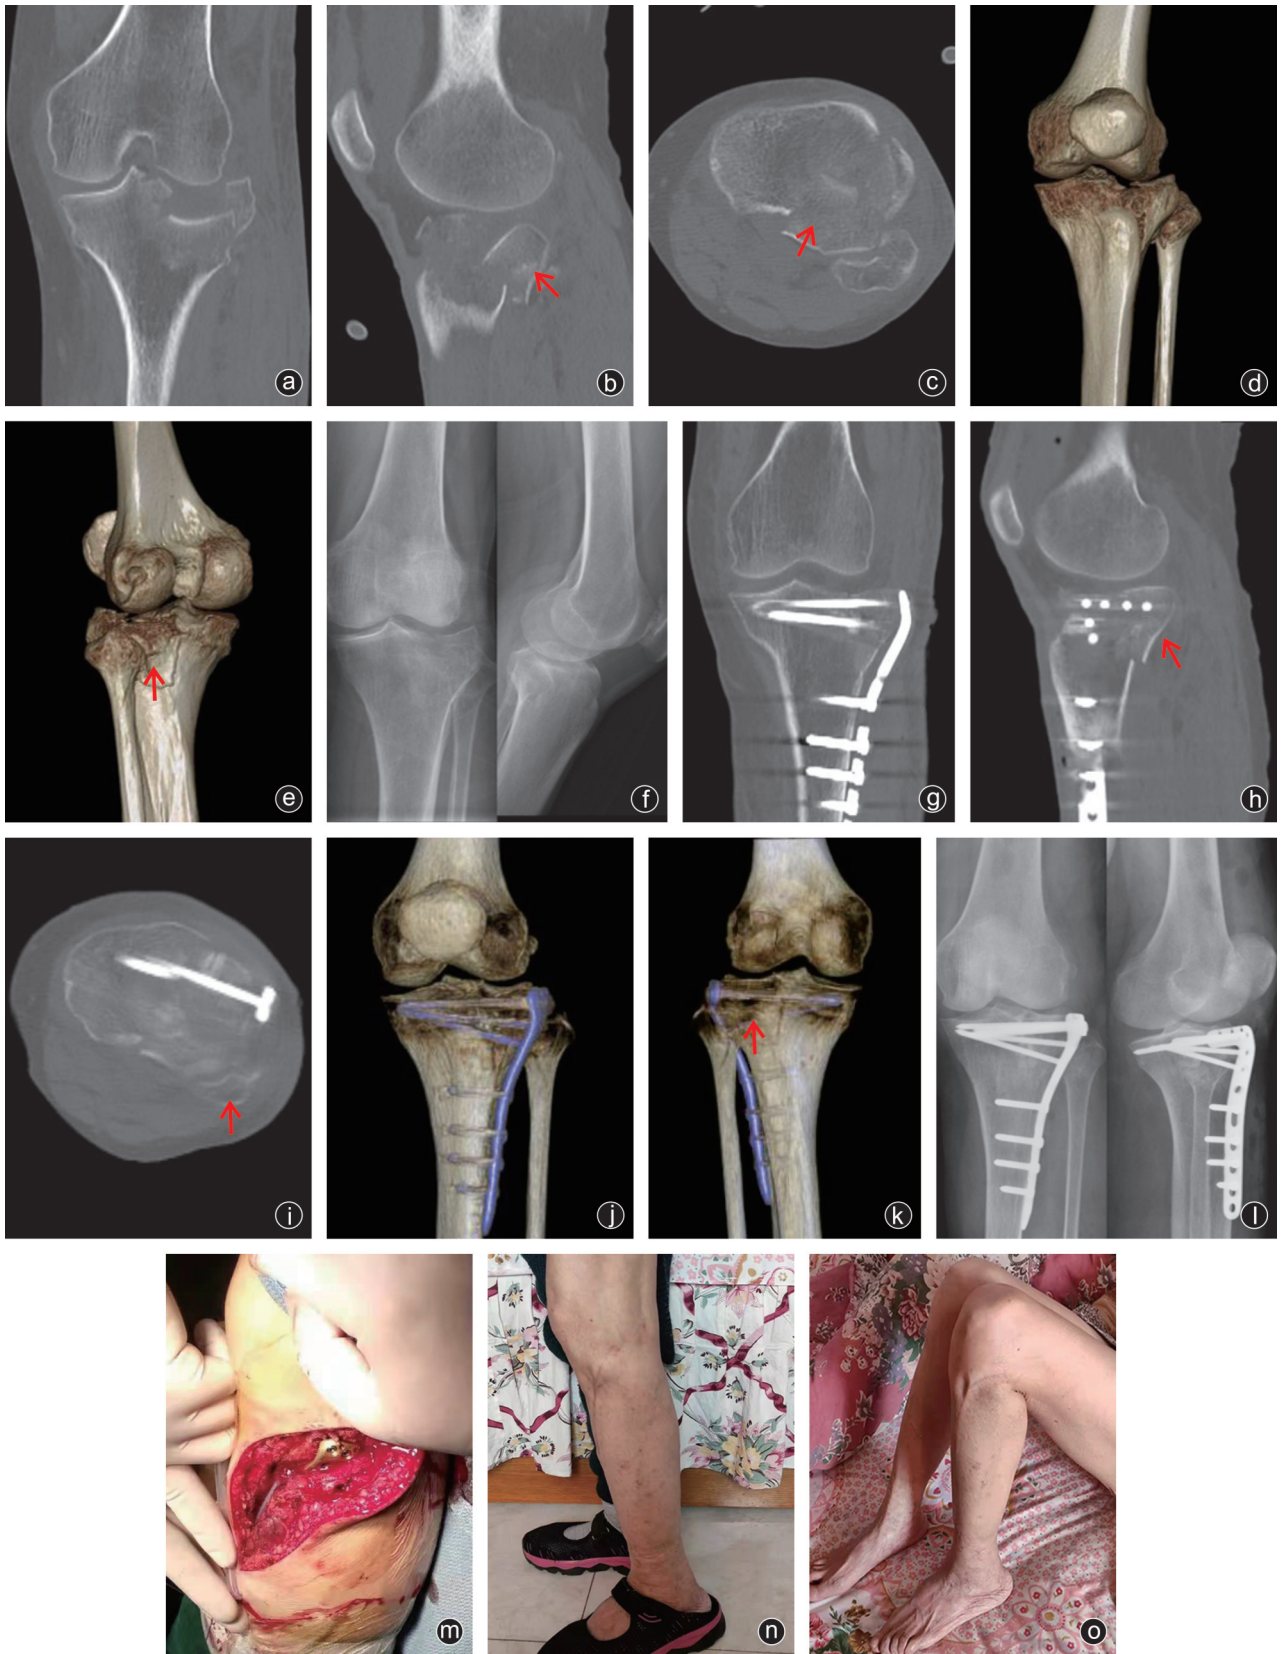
病人,女,65岁,摔伤致左胫骨平台外侧合并后外侧髁骨折,红色箭头指示后外侧髁骨块 a-e:术前CT及三维重建,见胫骨平台骨折累及后外侧髁,塌陷伴劈裂;f:术前X线片;g-k:术后CT及三维重建,见骨折块固定良好,关节平整;l:术后X线片,采用L型钢板固定,胫骨平台内翻角和后倾角得到纠正;m:术中切口及钢板放置情况;n,o:术后10个月伸直位及屈曲位功能照,膝关节功能恢复良好
